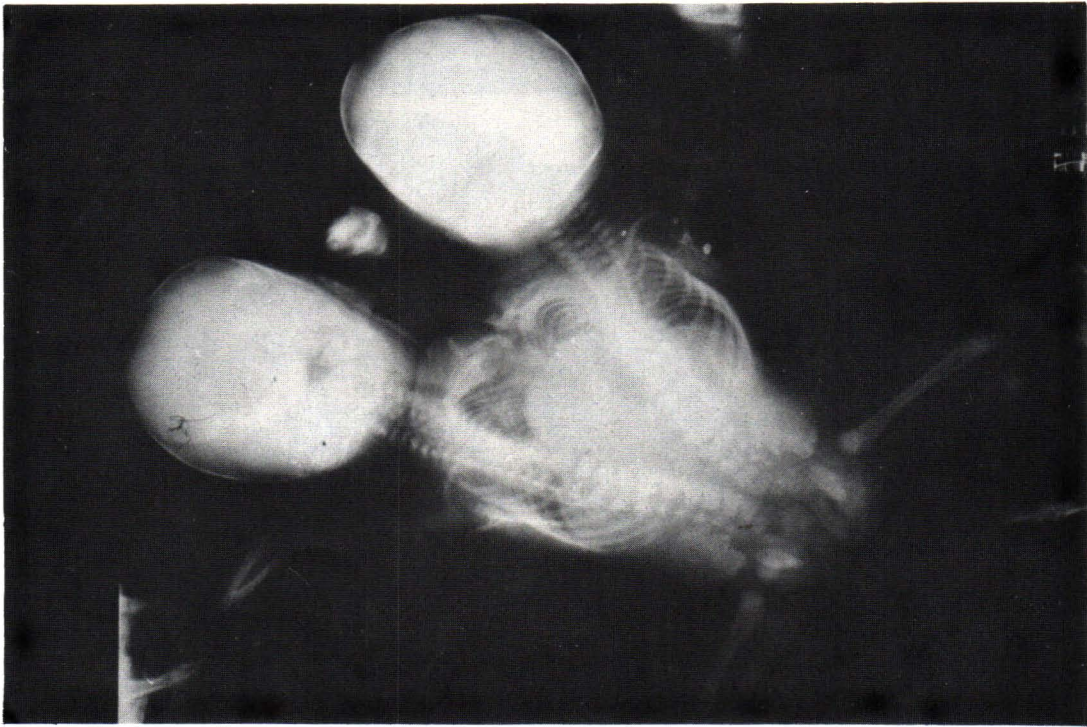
Humanogram X-rays.
